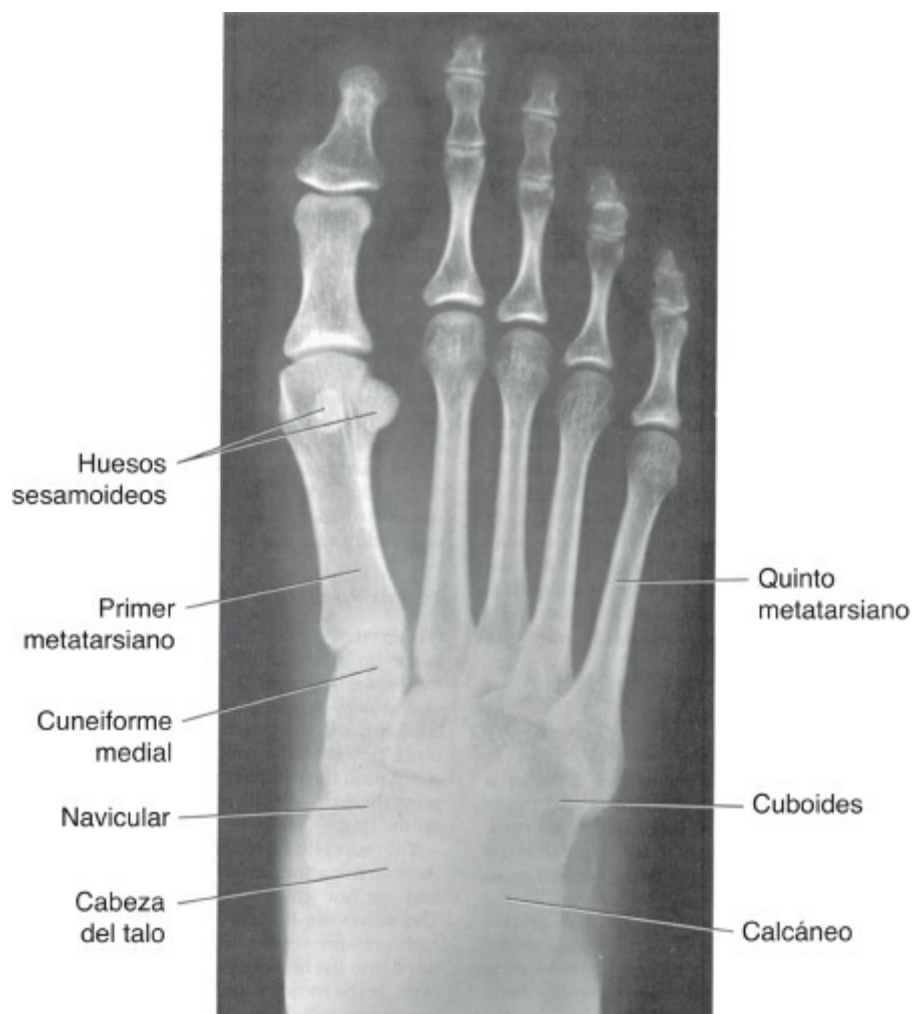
Radiografía anteroposterior del pie.
